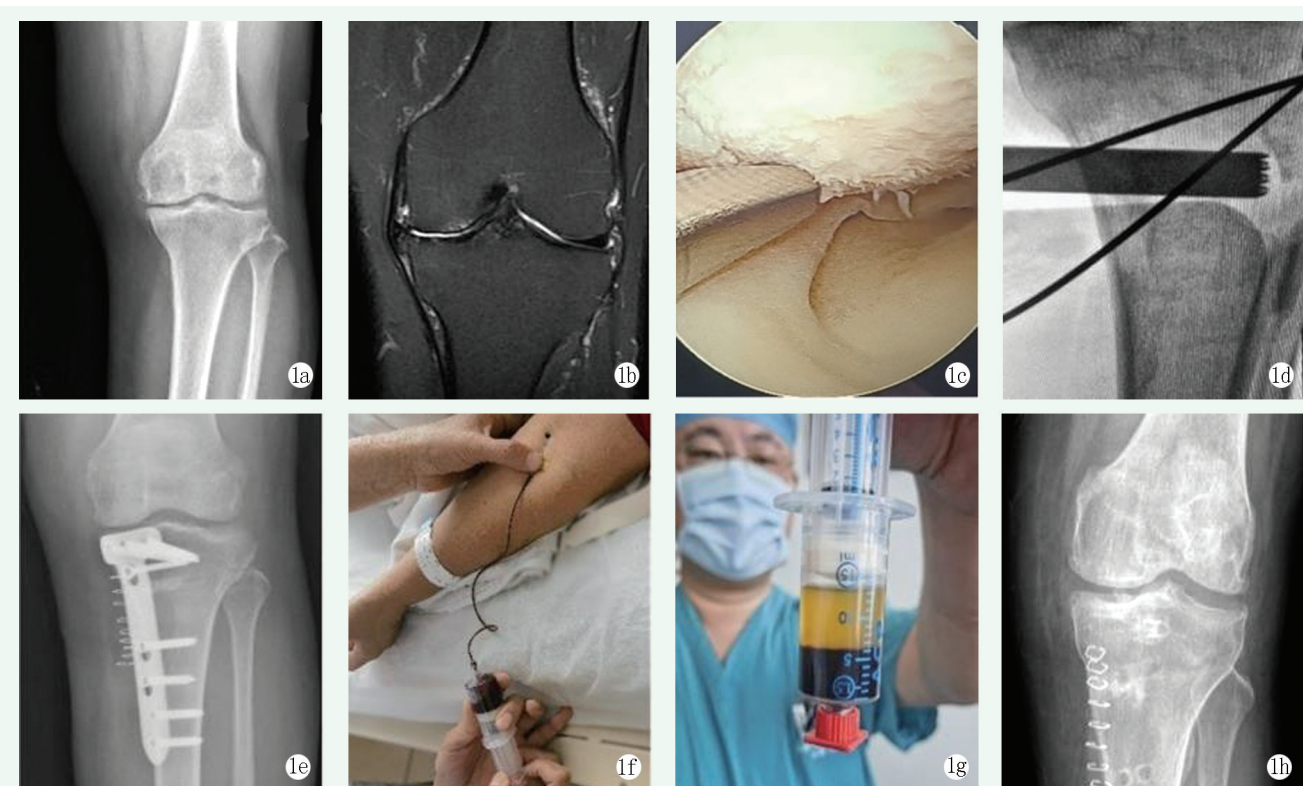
患者女性, 56 岁。1a: 术前 X 线片显示左膝内侧间隙变窄伴退行性改变; 1b: 术前 MRI 显示关节软骨损伤伴少量积液; 1c: 术中关节镜检查显示股骨内侧软骨损伤退变; 1d: 透视下沿导骨针行截骨术, 然后张开截骨面, 调整力线; 1e: 术后 X 线片显示力线矫正良好; 1f: 用注射器从肘部静脉抽血 40 mL 进行离心; 1g: 经过两轮离心, 在下层得到富血小板血浆; 1h: 术后 1 年半取出假体后 X 线片显示胫骨截骨愈合良好, 内侧间隙较术前增大, 内翻畸形改善。
